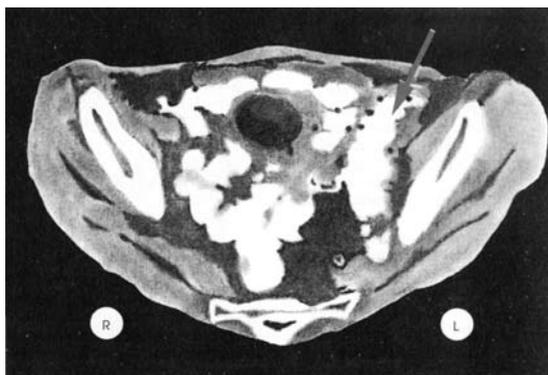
Компьютерная томограмма кишечника больного с дивертикулитом
